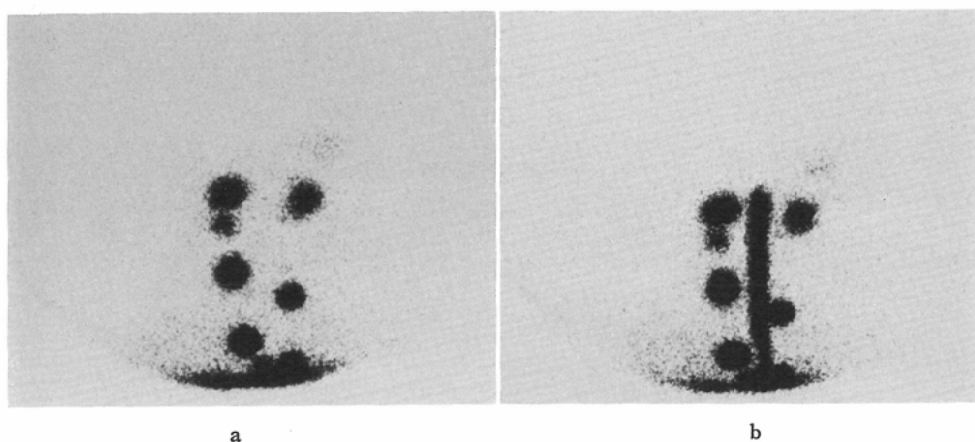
Parasternal lymphoscintigram from a 50-year-old post-mastectomy female with right breast cancer.
